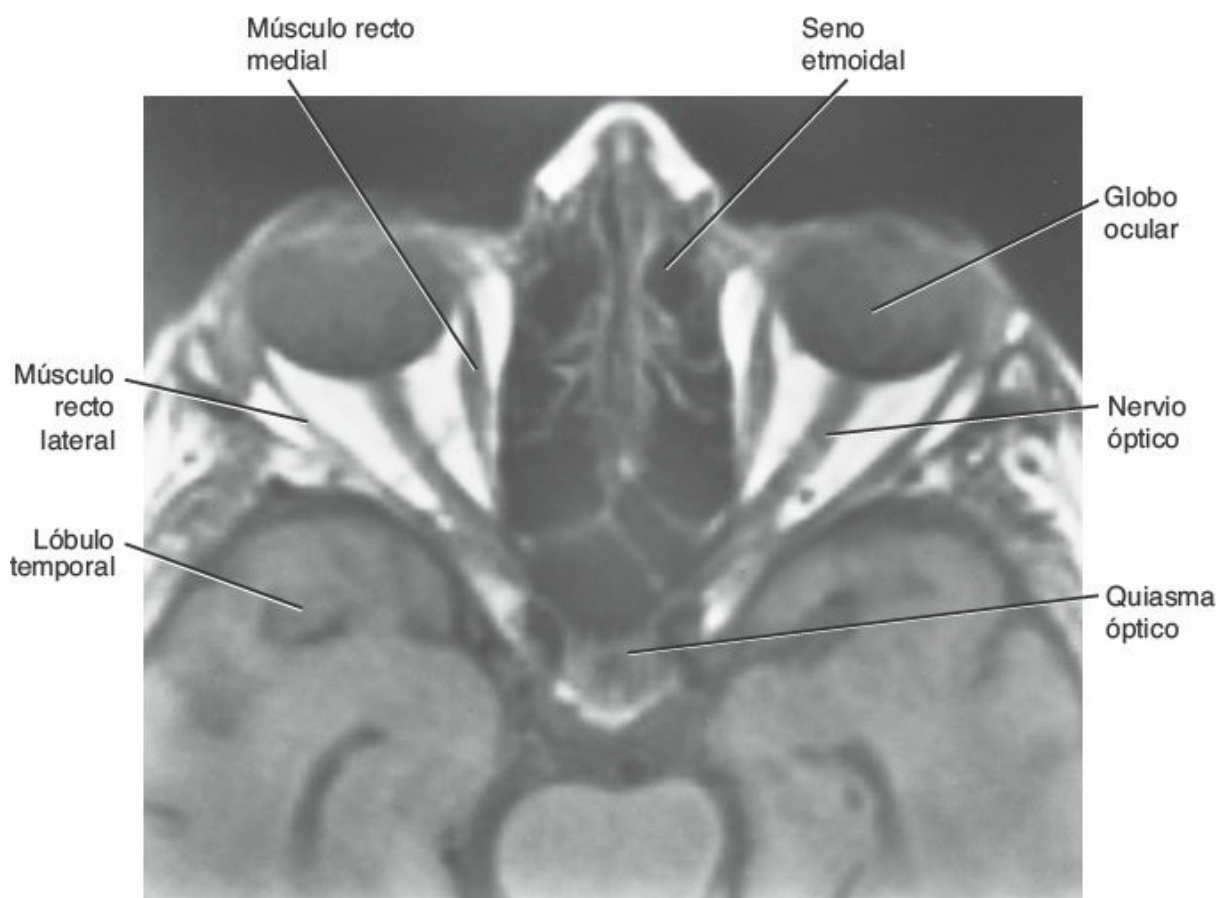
RM axial (horizontal) en la que se muestra el contenido de las cavidades orbitaria y craneal. Obsérvese que pueden identificarse los globos oculares, los nervios ópticos, el quiasma óptico y los músculos extraoculares.
